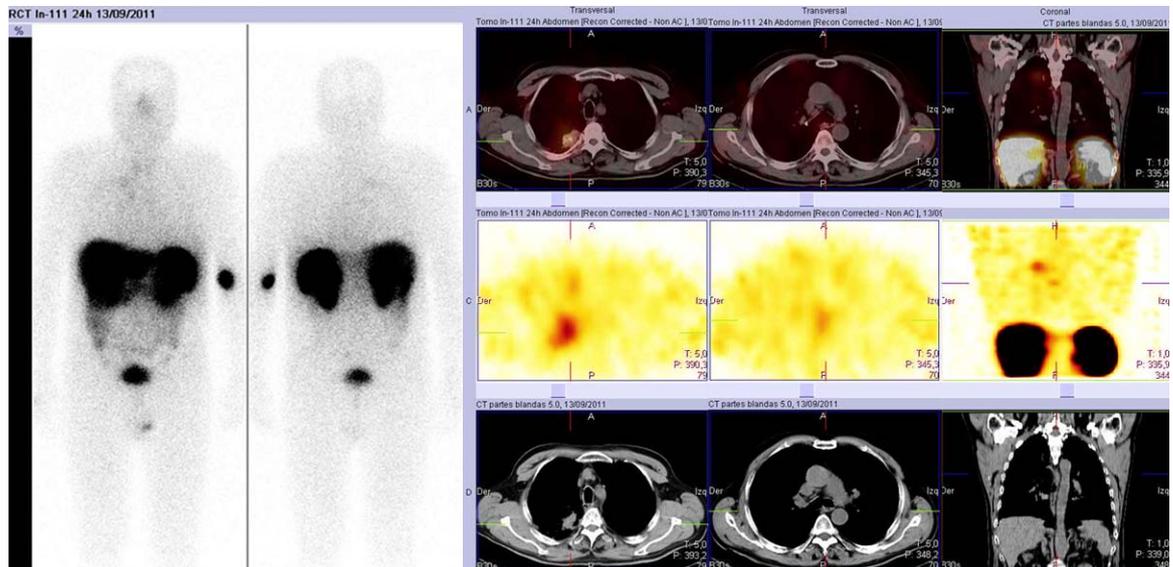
Varón con masa pancreática conocida y metástasis hepáticas remitido para determinar si la masa pancreática presentaba diferenciación neuroendocrina y valorar el estado de los receptores de somatostatina antes de instaurar un tratamiento. La biopsia de una metástasis hepática mostró un adenocarcinoma de páncreas moderadamente diferenciado (no tumor neuroendocrino). La gammagrafía mostró dos focos hipercaptadores en el tórax que fueron clasificados como probable tumor neuroendocrino (focos 13 y 14). El SPECT/CT mostró un foco no detectado por la gammagrafía convencional correspondiente a una adenopatía carinal y mejoró la localización de los focos detectados previamente que localizó en una adenopatía hiliar derecha y en un nódulo pulmonar apical derecho. Todos ellos fueron clasificados como probable tumor neuroendocrino. A lo largo del seguimiento clínico dichos focos no experimentaron ningún cambio con respecto a estudios previos y un CT diagnóstico mostró una masa parcialmente calcificada en el ápex derecho de aspecto inflamatorio antiguo así como signos enfisematosos y tractos fibrosos de predominio en lóbulos superiores. Esto, junto con la ausencia de diferenciación neuroendocrina en el estudio histológico de la metástasis hepática hace muy improbable que estos focos correspondan a tumor neuroendocrino. No obstante no se dispone de confirmación histológica de dichos focos.
